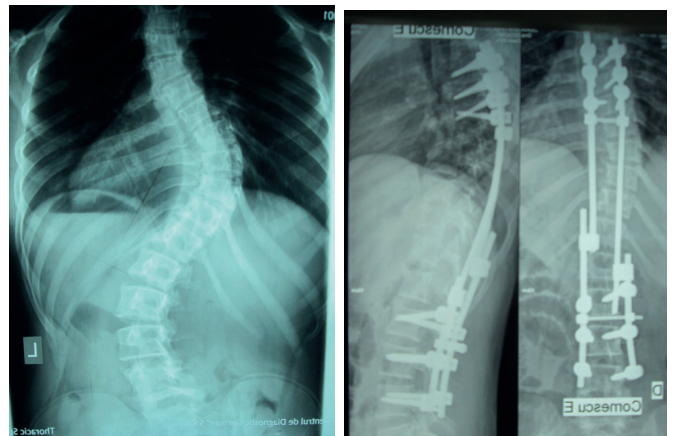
Aspect radiografic ale pacientului pre- și postoperator (3 ani).
